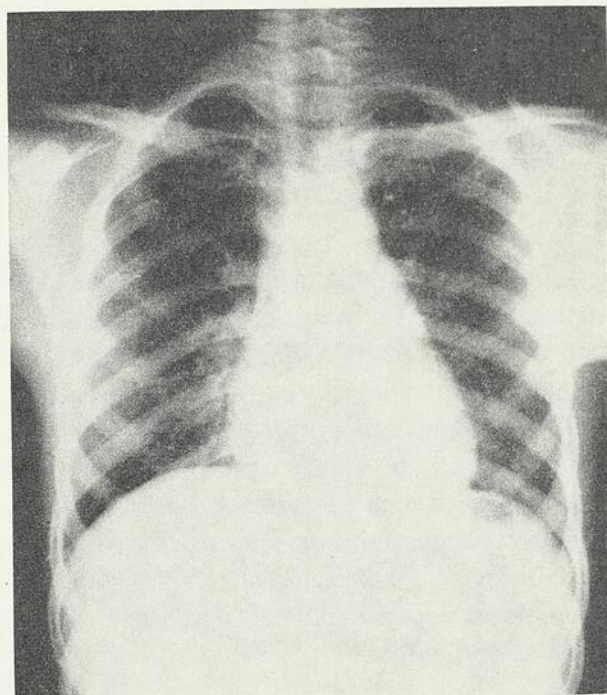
Radiographie pulmonaire : diminution des phénomènes d'envahissement (1963).
